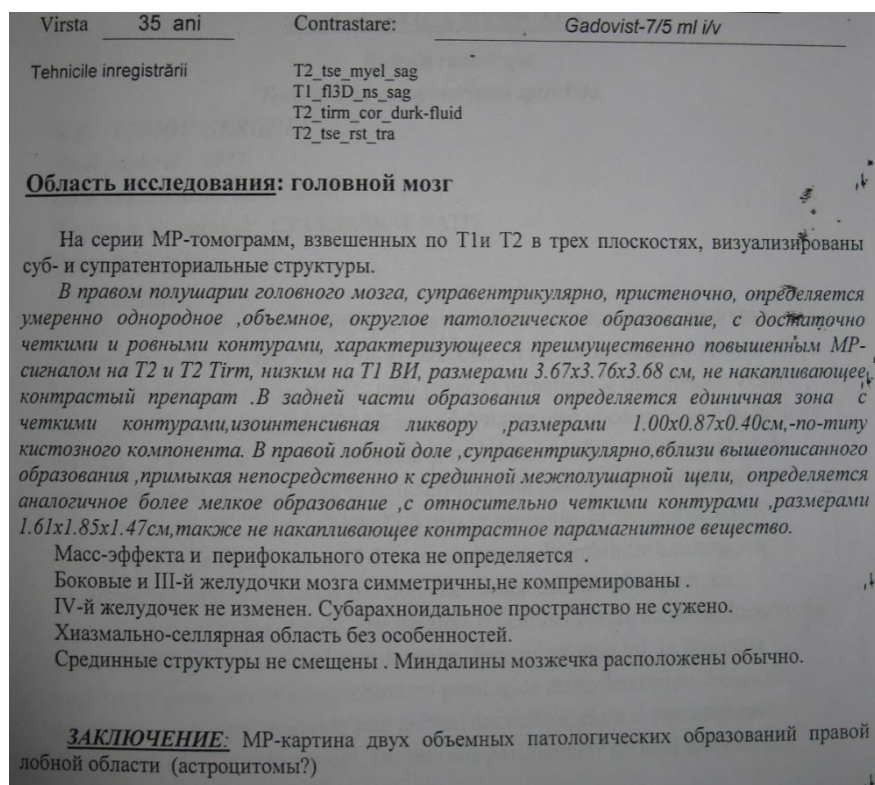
A 4.4. Foto. IRM cerebrală preoperatorie
